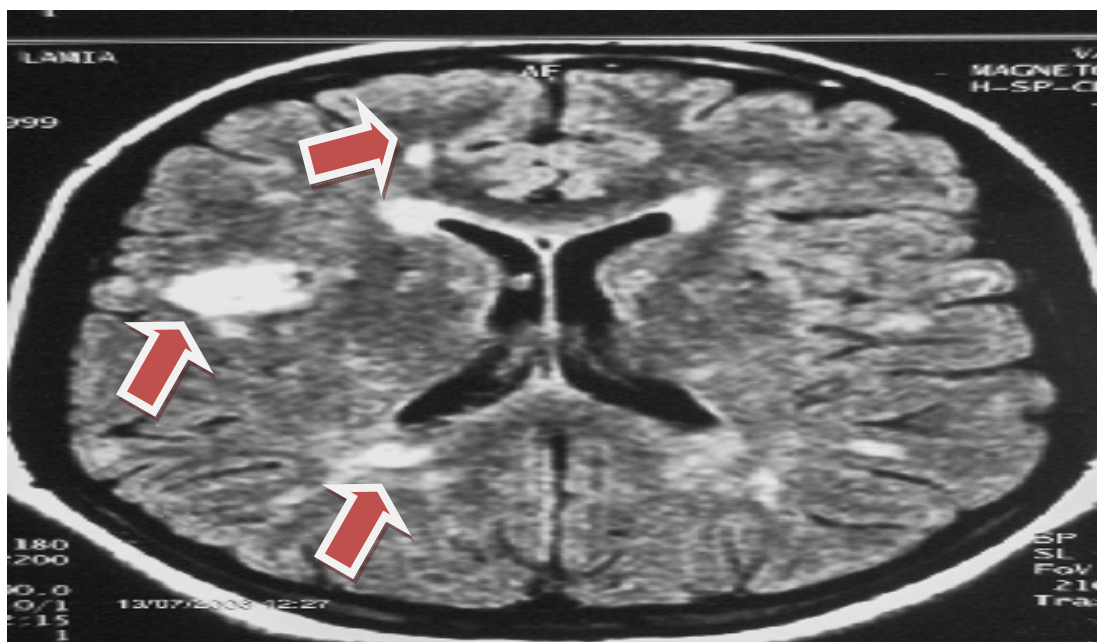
IRM cérébrale en séquence T2, coupe axiale : hypersignaux multiples de taille et de topographie variables [105].
